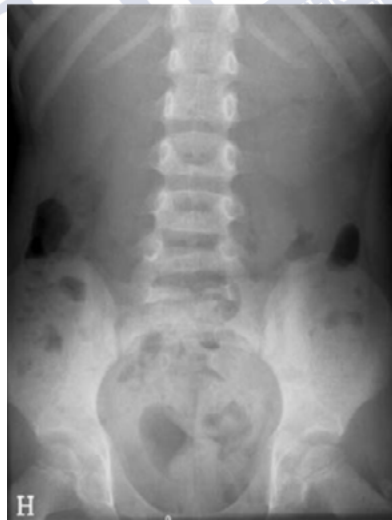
Radiografía de abdomen en apendicitis aguda. Nivel aire- líquido en cuadrante inferior derecho, un hallazgo inespecífico de apendicitis aguda, Fuente: Rosendahl K., et al., Eur Radiol, 2004; Suppl4:L138-45. Reproducida bajo licencia de Springer Nature
